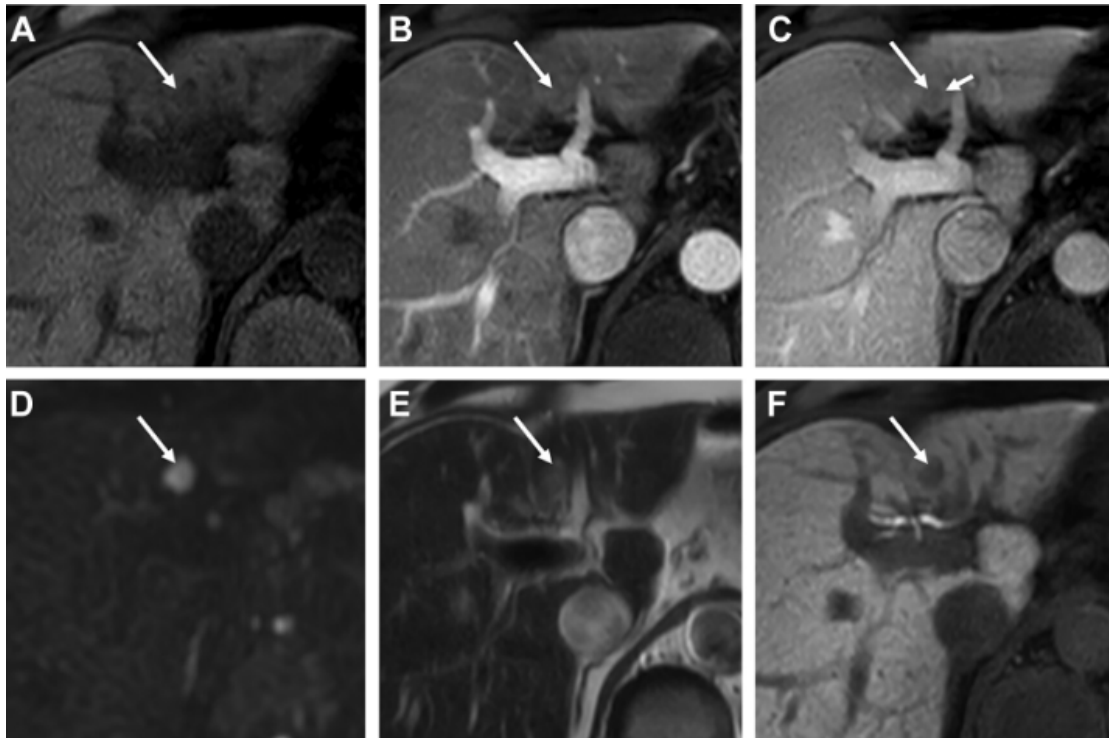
LR-4 (probable carcinome hépatocellulaire [CHC]) chez un homme de 71 ans atteint d'une cirrhose de l'hépatite C. L'IRM montre une observation de 12 mm (flèche) hypo intense sur l'image pondérée T1 pré contraste (A).
